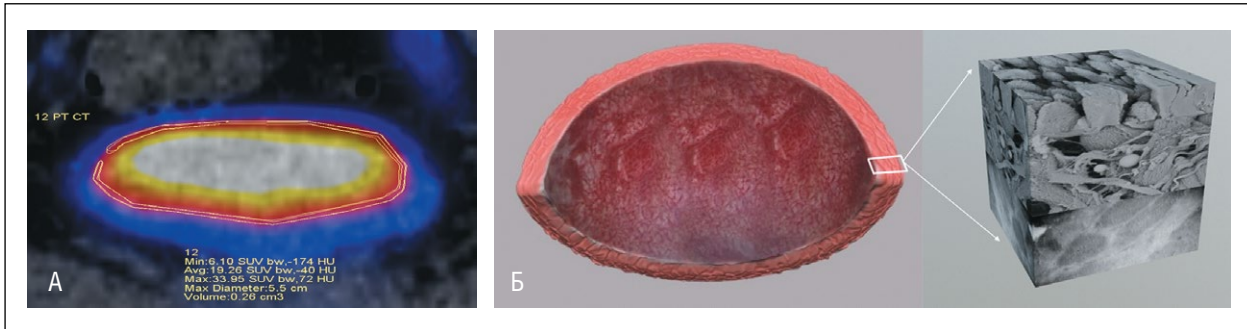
А – ПЭТ/КТ тропность стенки мочевого пузыря к 11С-холину при выраженных воспалительных изменениях. Б – цистоскопическая 3D-реконструкция по данным смотровой цистоскопии и ультраструктурная 3D-реконструкция стенки мочевого пузыря с увеличением в 6000 раз при выраженных изменениях.
